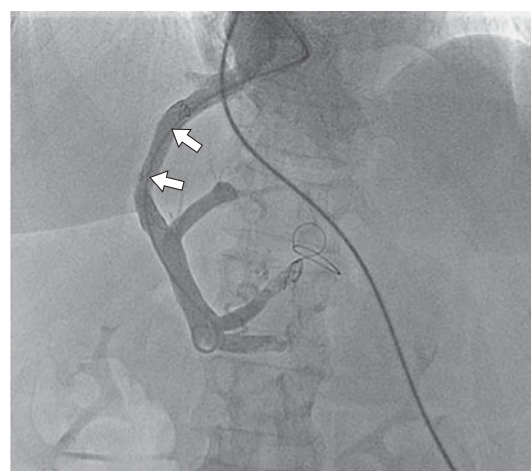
Рентгенограмма. Этап дилатации “канала в печени” баллонным катетером Trek 2,5 × 20 мм (Abbott Vascular).
